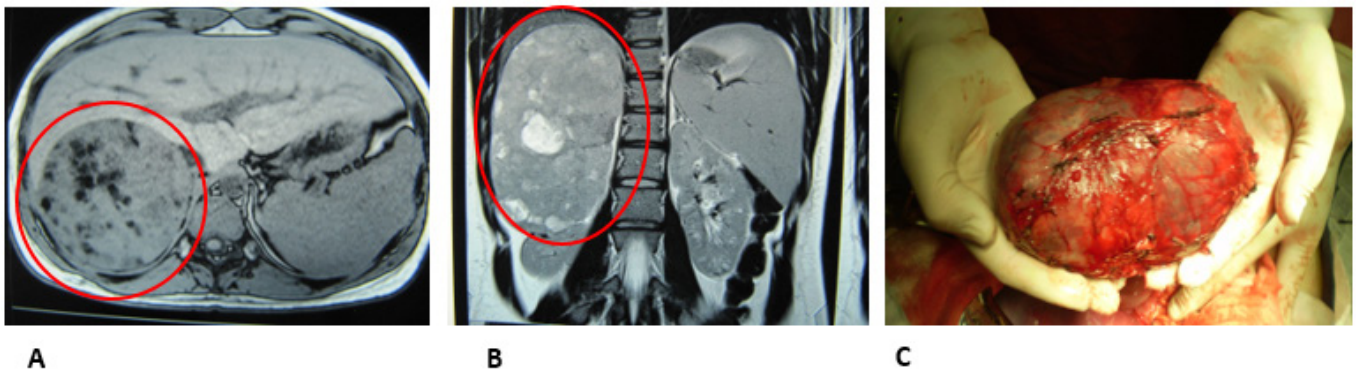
A) TC de abdomen (corte transversal): se observa masa suprarrenal derecha sólida, heterogénea, con sectores hipodensos y calcificaciones con bordes bien definidos, de 16x10x10 cm (círculo rojo). B) RM de abdomen (corte sagital): se observa la misma tumoración sólida (ovalado rojo) con realce inhomogéneo, contornos bien delimitados, algunas áreas sugestivas de necrosis. C) Pieza de resección: adrenalectomía con superficie externa lisa, completamente encapsulada.
